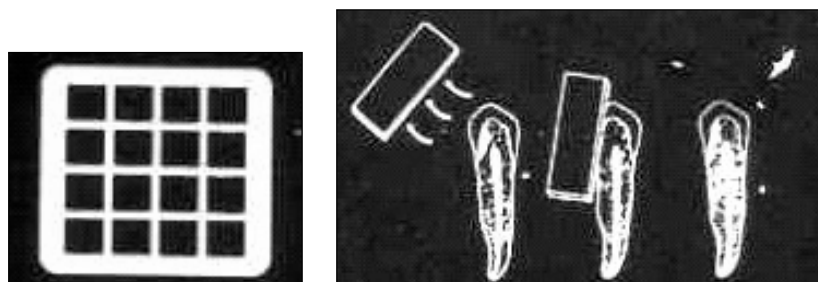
Forma și dimensiunea leziunii carioase influențează interpretarea radiografiei. (b). O leziune superficială cu extindere mare de-a lungul suprafeței proximale poate fi văzută mai adâncă și mai radiotransparentă decât (a) o leziune care este mică în direcția Rx, dar care este adâncă (Kidd EAM și colab; 2004)
